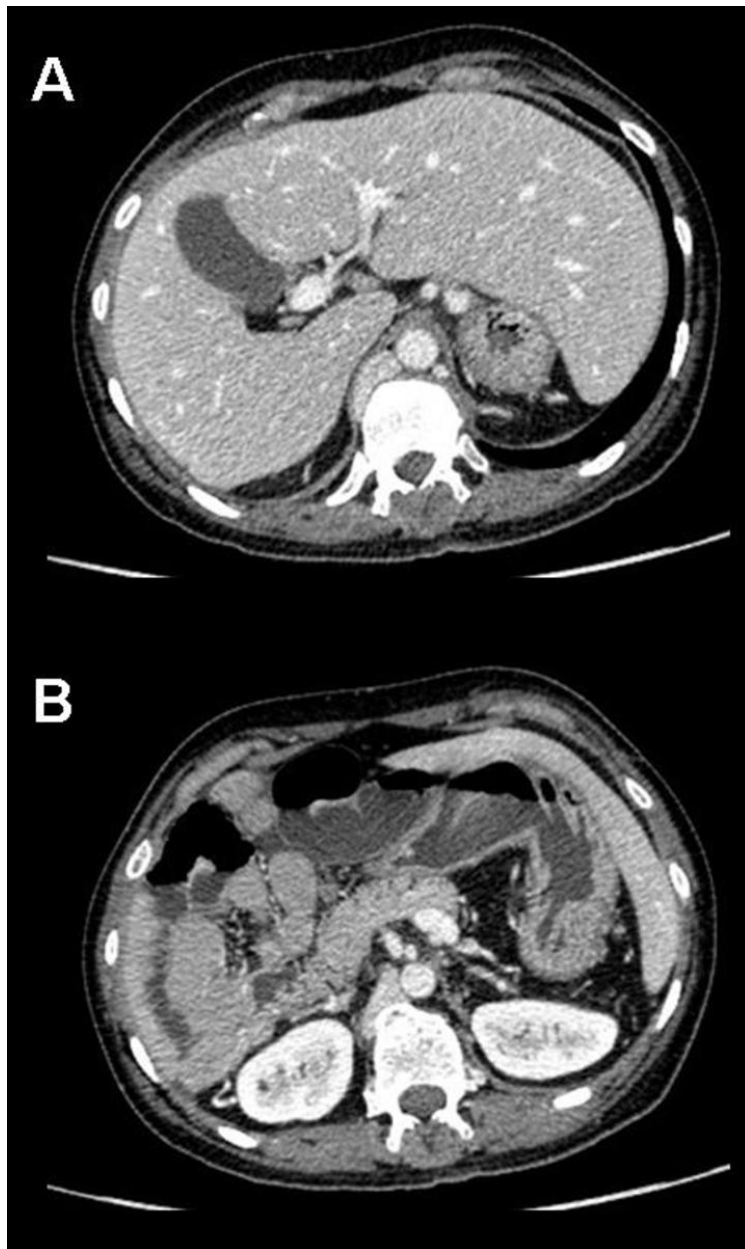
TC abdominopélvico con CIV. Paciente diagnosticado de SHA. A. Se aprecia la ausencia de bazo y un hígado centralizado en línea media. B. Páncreas truncado (sólo existe la cabeza y el cuerpo)
